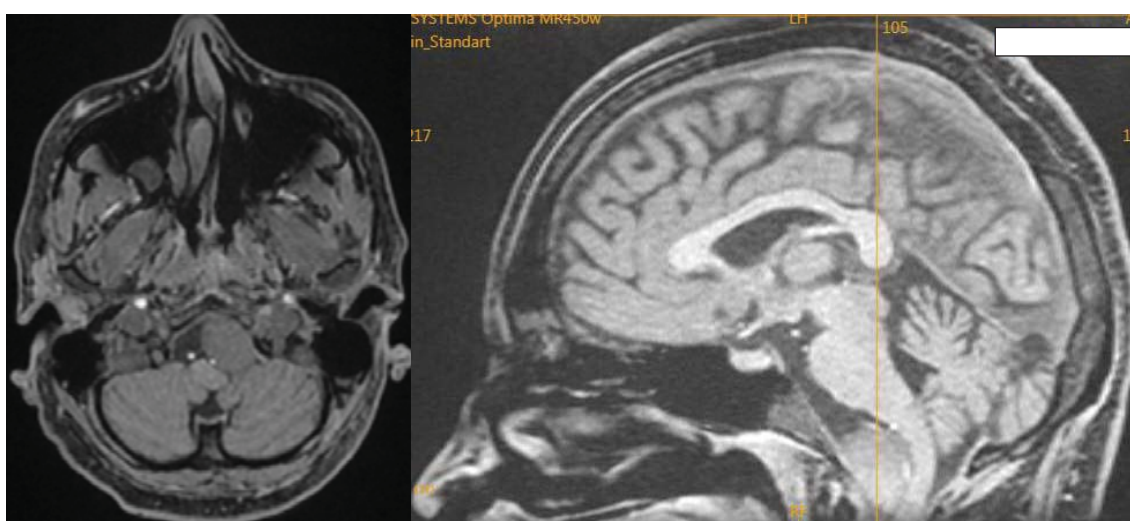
МРТ головного мозга перед операцией: МОКВП слева размерами 21x19x15 мм
